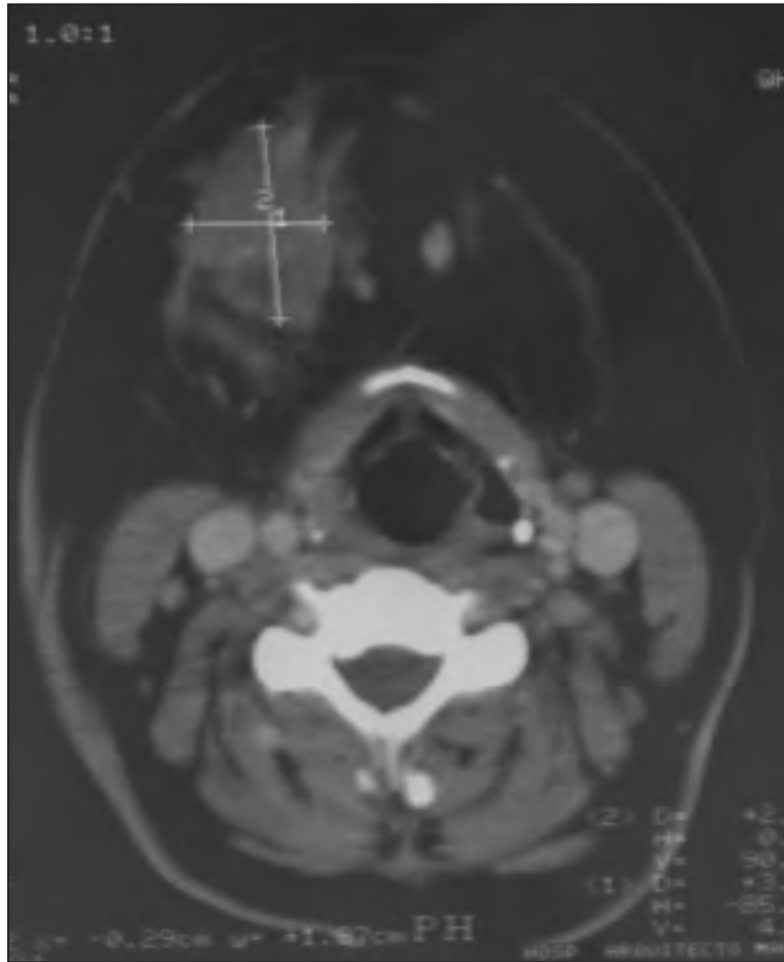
Imagen de TAC cervical.
